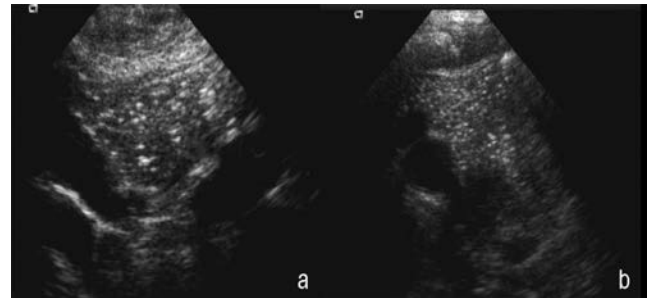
Ultrasonido de timo, ventana supraesternal en escala de grises y Doppler color para demostrar los grandes vasos. Se demuestra la disminución de tamaño del timo en diferentes edades: a) masculino de 6 meses de edad; b) masculino de 3 años; c) masculino de 10 años y d) masculino de 19 años de edad.
